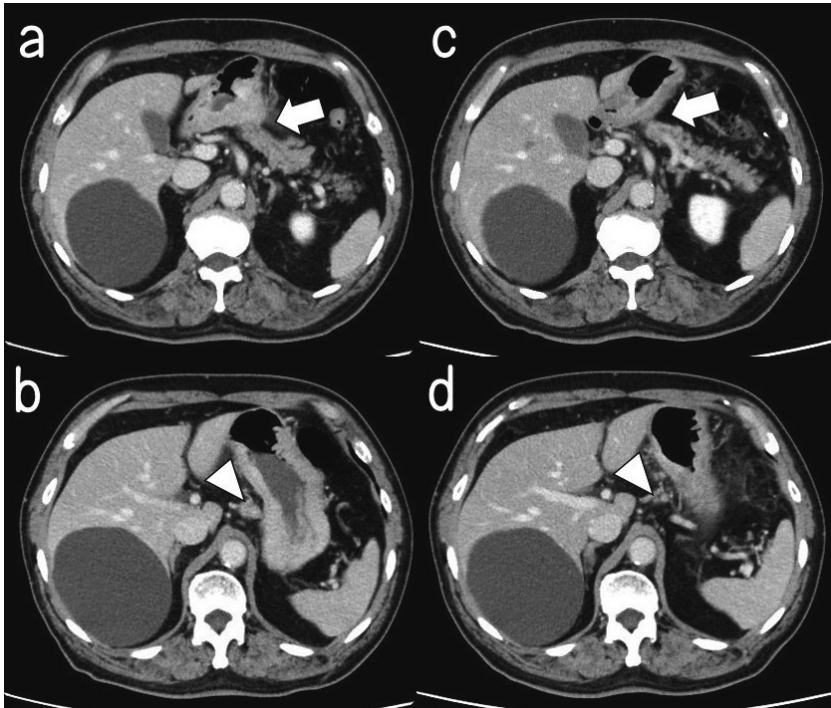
腹部造影CT所見：a. 後壁側で胃の輪郭が不明瞭化しており、漿膜外浸潤が疑われたが、明らかな臍浸潤所見は認めなかった（矢印）。b. 胃体部後壁に近接して18mmの不整に造影されるリンパ節を認めた（矢頭）。c. 胃壁の不整な肥厚像は改善し、腫瘍と臍頭部との境界が明瞭化していた（矢印）。d. 胃体部後壁の腫大リンパ節はほぼ消失していた（矢頭）。
